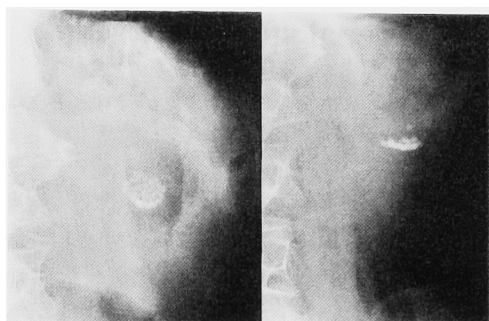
(left) Supine KUB roentgenogram shows a round-shaped granulomatous calculi in the upper central portion of the left kidney. (right) Upright KUB roentgenogram shows a dense crescent-shaped calcification with horizontal border in the upper central portion of the left kidney.
